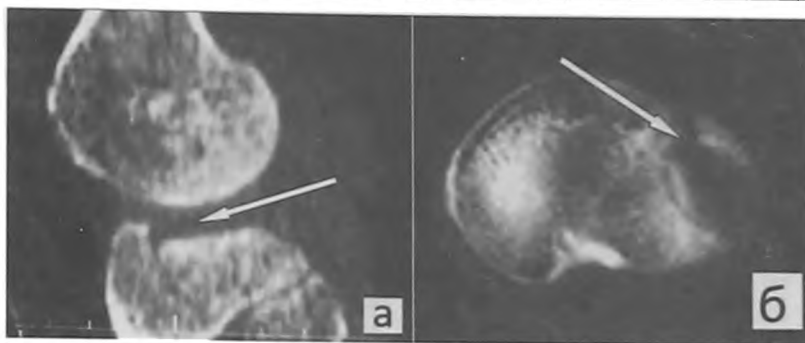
Компьютерные томограммы больной М., 55 лет: а – сагиттальный срез; б – фронтальный срез. Стрелками показана зона импрессии костной ткани
